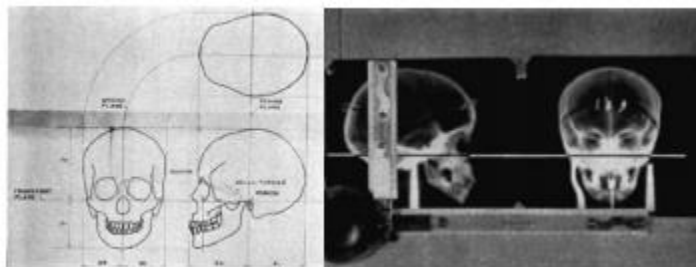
Imágenes biplanares, Broadbent y Bolton (1931), fruto de la combinación de dos telerradiografías tomadas simultáneamente con una par de rayos X orientados con un ángulo de 90° .
